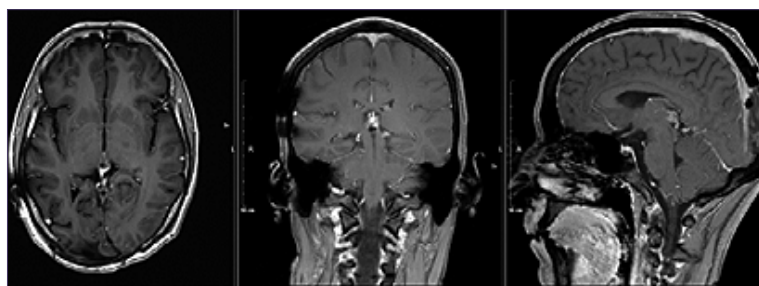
RMN de encéfalo 17.10.2023 postquirúrgica de gemelo n° 1, en cortes axiales, coronales y sagitales se evidencia a nivel pineal imagen homogénea que realza al medio de contraste de 2 cm aproximadamente.
